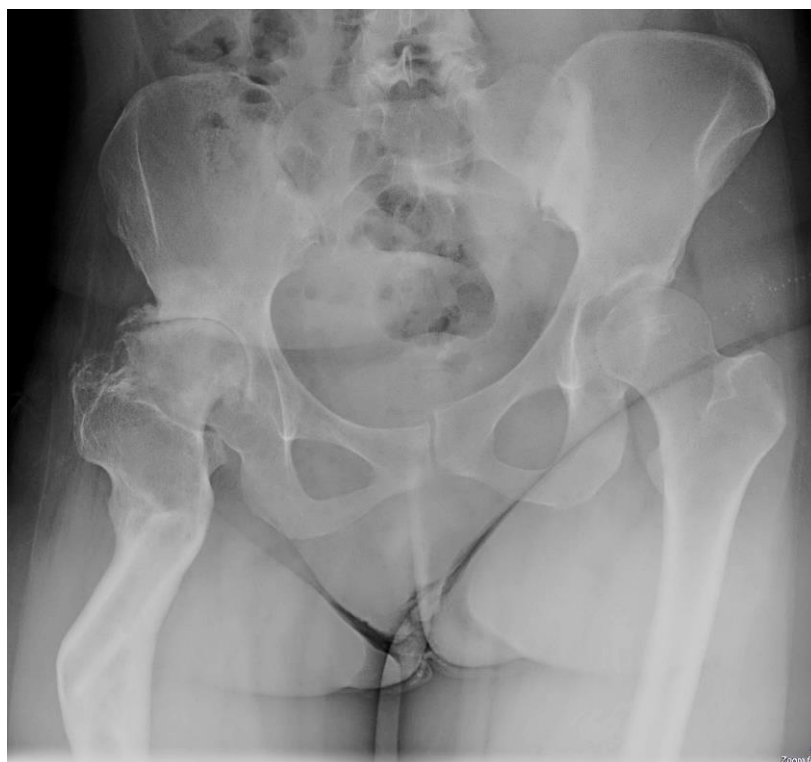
Обзорная рентгенограмма таза в прямой проекции
